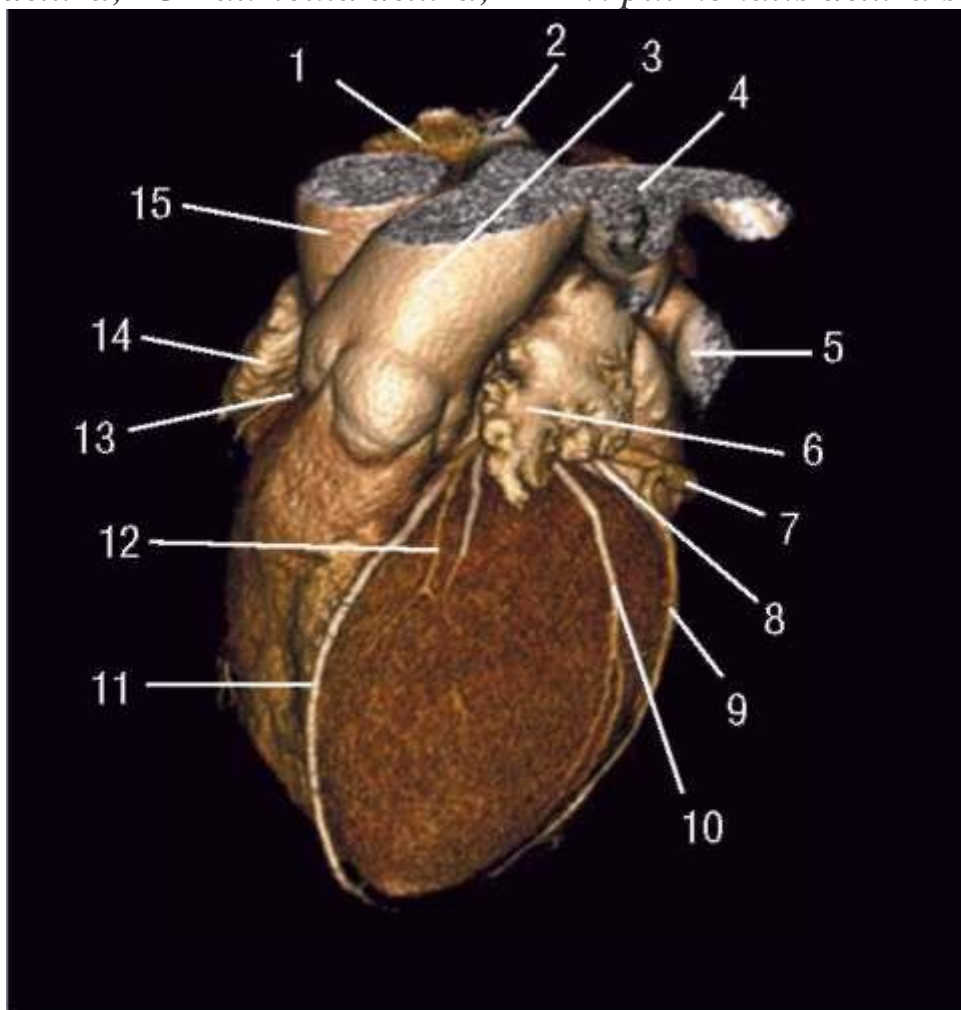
МСКТ-ангиограмма сосудов сердца в режиме объемного рендеринга (вид со стороны левого желудочка): 1 - *v. cava superior*; 2 - *a. pulmonalis dextra*; 3 - *tr. pulmonalis*; 4 - *a. pulmonalis sinistra*; 5 - *v. pulmonalis sinistra superior*; 6 - *auricula sinistra*; 7 - *sinus coronarius*; 8 - *r. circum-flexus*; 9 - *v. cordis media*; 10 - *r. marginalis sinister*; 11 - *r. interventricularis anterior*; 12 - *v. cordis magna*; 13 - *a. coronaria dextra*; 14 - *auricula dextra*; 15 - *aorta ascendens*
